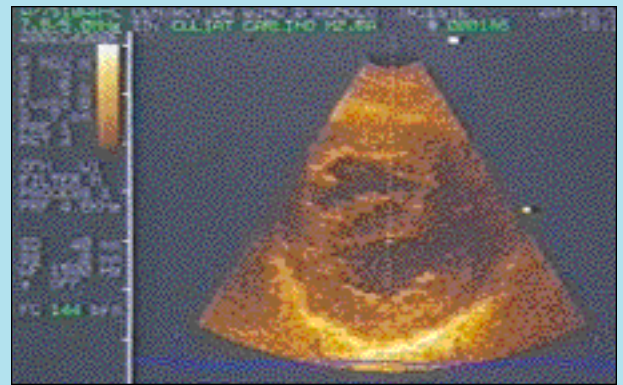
Proiezione parasternale destra asse corto all'altezza dei muscoli papillari: sono evidenti la dilatazione del ventricolo destro e l'ipertrofia della parete libera dello stesso.
